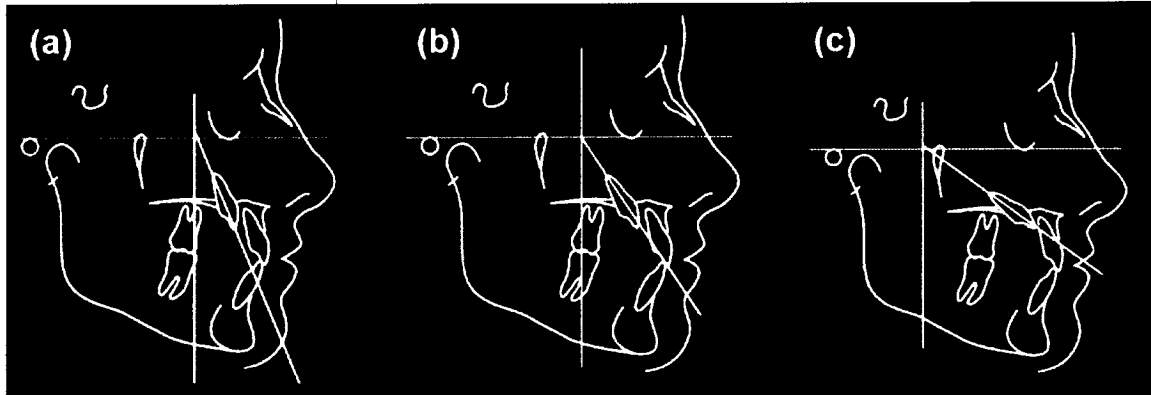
Différents pronostics selon la méthode d'Ericson et kurok sur la téléradiographie de profil.
